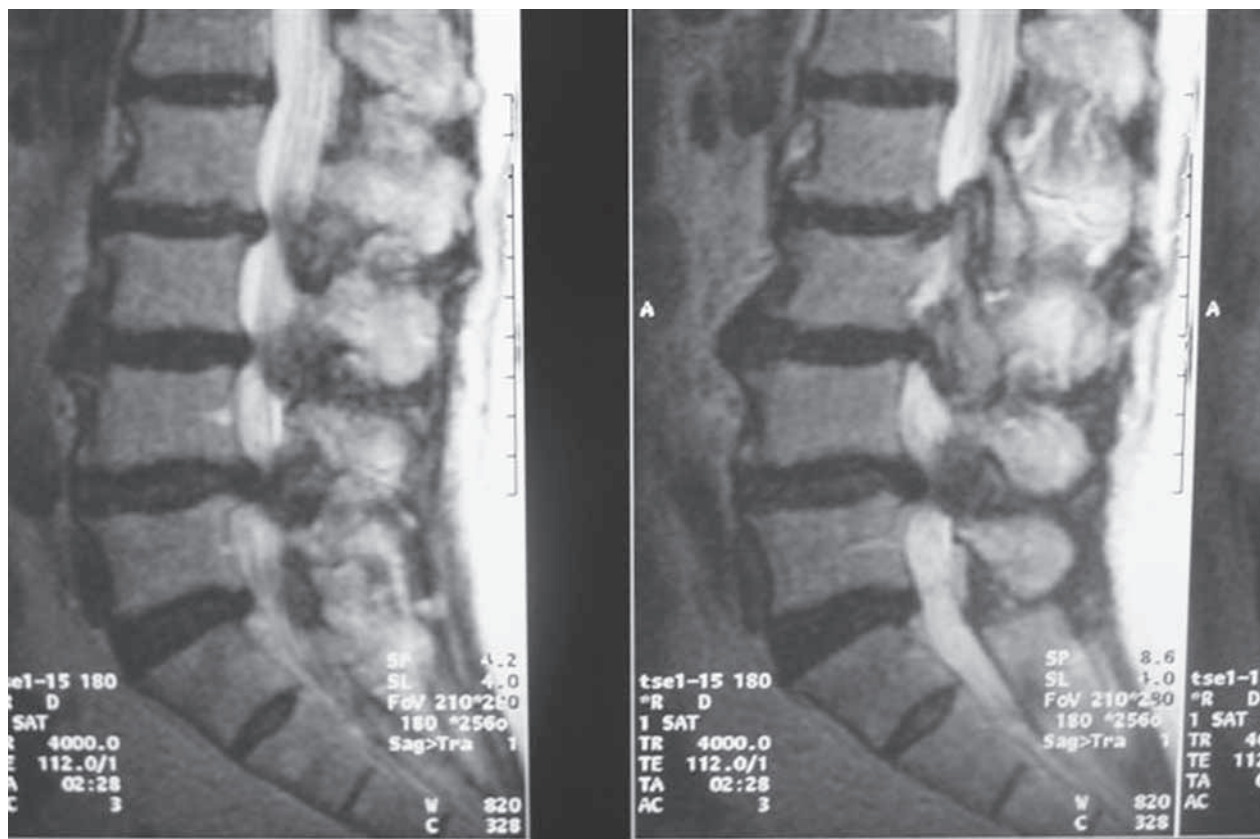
RM en la que se aprecia una severa estenosis de origen degenerativo del canal raquídeo lumbar con protusiones discales desde L2 a L5 con extensión foraminal bilateral. Hernia discal medio lateral izquierda L5 S1.
